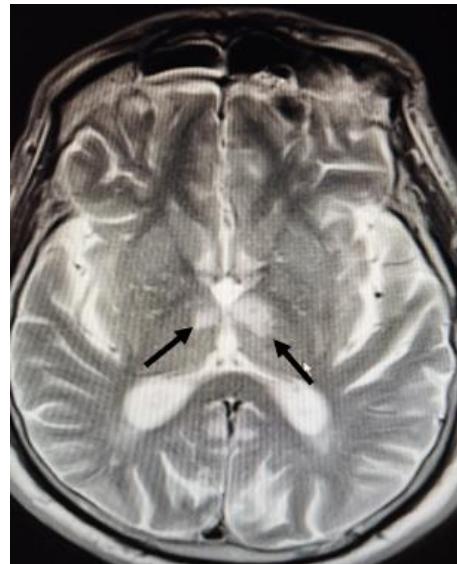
Resonancia magnética nuclear de cráneo en secuencia de difusión donde se evidencia hiperintensidad talámica bilateral consistente con infarto de la arteria de Percheron
